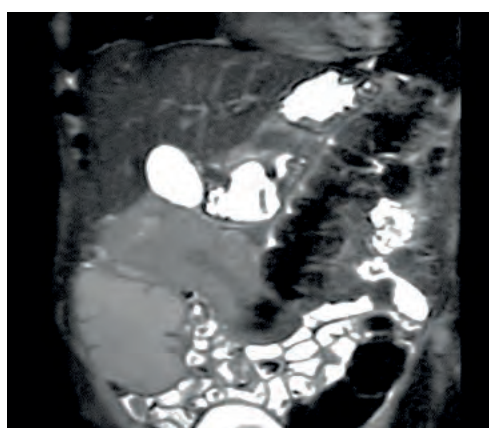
Hydro-MRI in coronary projection (STIR mode). The formation of the transverse colon is significantly narrowing its lumen and not beyond the walls of the intestine
